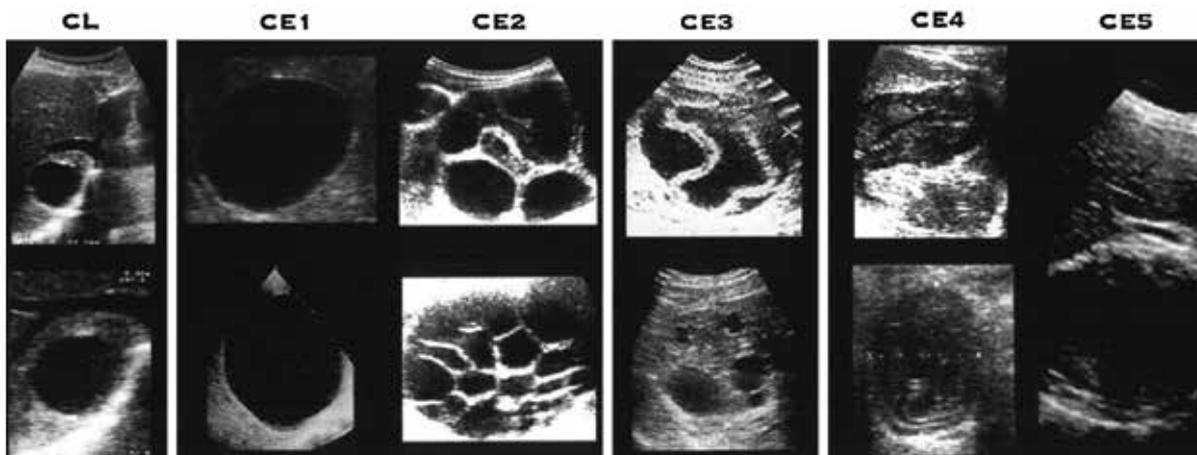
Sonographische WHO-Klassifikation der Zystischen Echinokokkose (CE). CE2=„Bienenwabenmuster“, CE3a=„Wasserlilienzeichen“
